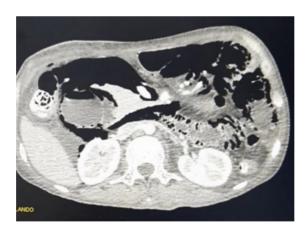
TAC Abdominal con contraste corte transversal
